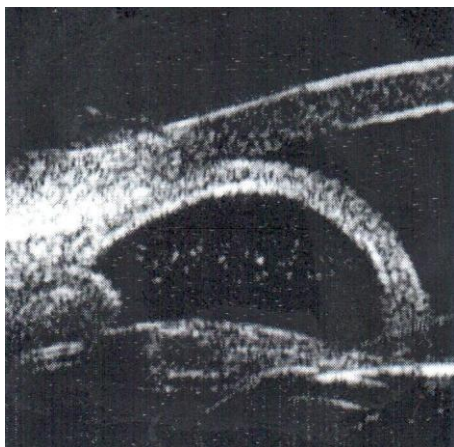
超声活体显微镜下见到的虹膜膨隆和急性前房角关闭。
